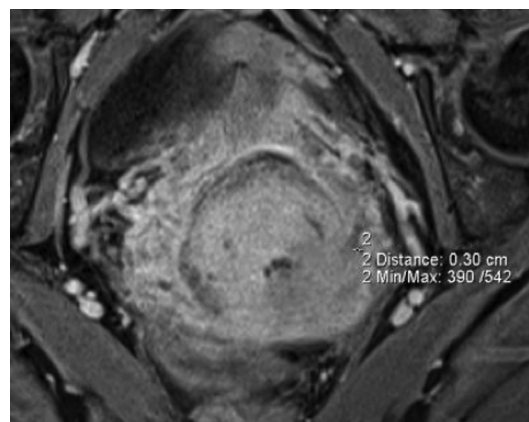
Динамическая МРТ органов малого таза. Т1-ВИ с подавлением МР-сигнала от жировой ткани, с контрастным усилением в косой аксиальной проекции. По правой полуокружности шейки матки видна зона инвазии, характеризующаяся пониженным сигналом или накоплением МРКС по сравнению с окружающими тканями
